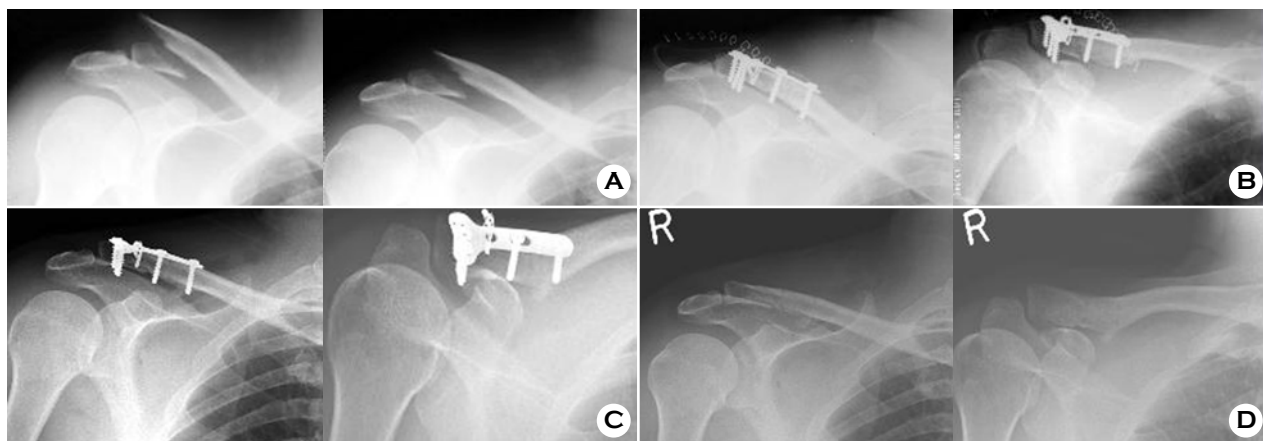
(A) Radiographs show right clavicle lateral end fractures of a 53 years old male. Fracture pattern shows Rockwood type 2b fracture. (B) Immediate postoperative radiographs show internal fixation with Mini T plate and cerclage wiring. (C) Postoperative 11 months radiographs show bony union and no acromioclavicular osteoarthritis, no metal loosening and breakage. Patient resulted good shoulder function. (D) After removal operation of Mini T plate, radiographs show good bony union.
